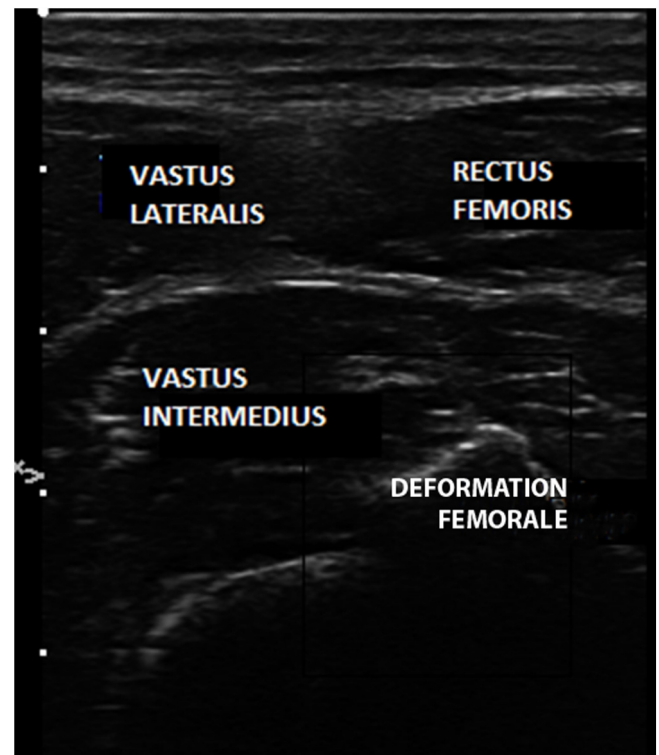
Myosite ossifiante siégeant au niveau du vaste intermédiaire (échographie vue axiale).
